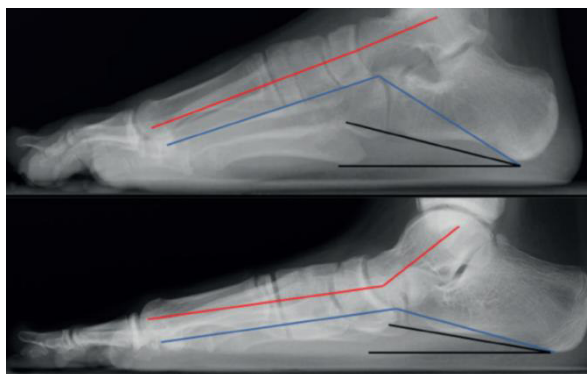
Radiografía lateral del pie en carga. Arriba: pie normal; Abajo: pie plano. Ángulo de Meary (rojo). Ángulo de Costa-Bartani (azul). Ángulo de inclinación del calcáneo(negro)⁽³⁹⁾.
